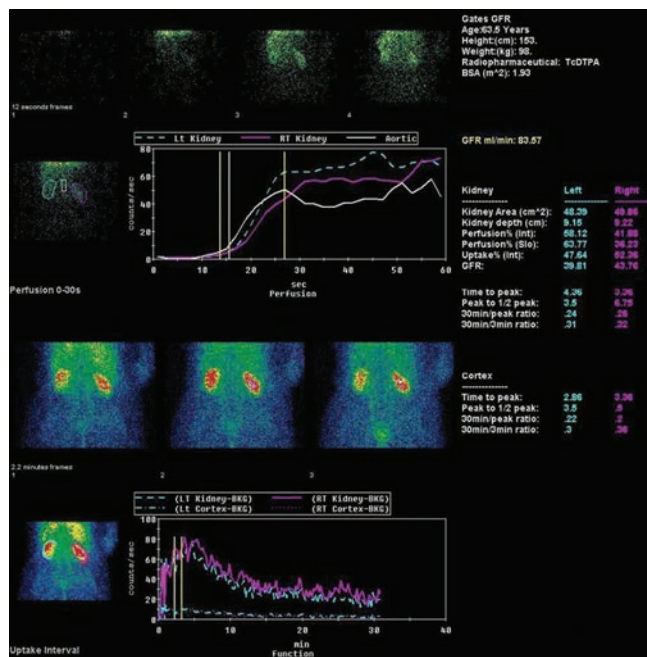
Динамическая нефросцинтиграфия. На скинтиграмме перфузия и функция почек пациента в пределах нормы, ренальный индекс 47,64/52,36, скорость клубочковой фильтрации 83,57 мл/мин
